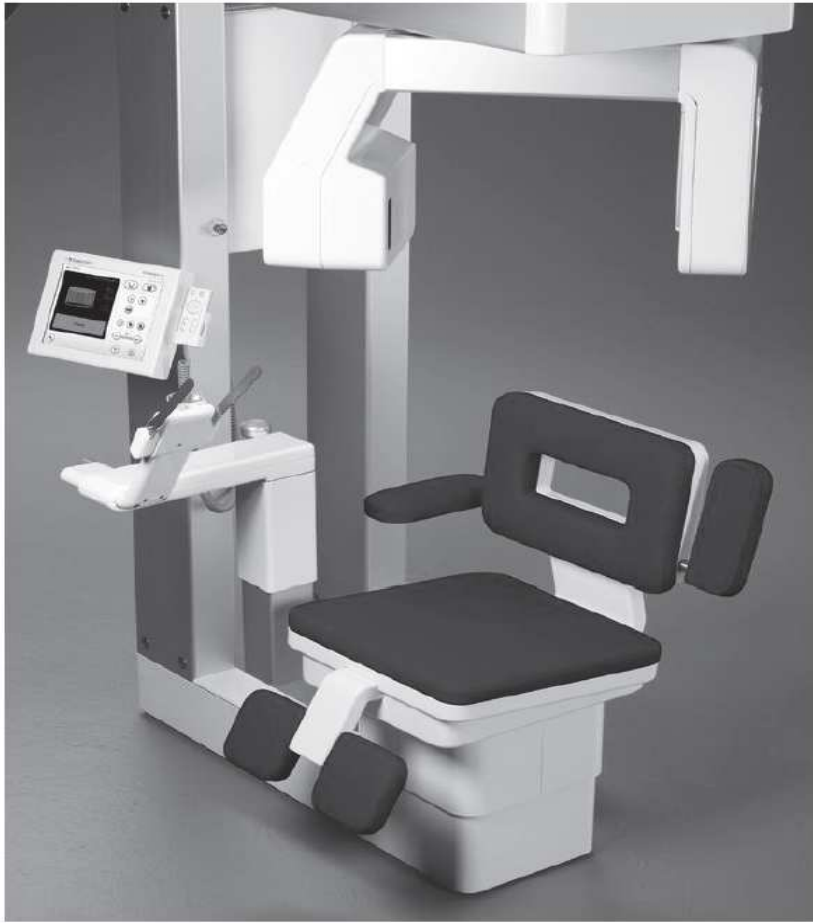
CBCT stvara koničan izvor ionizirajućeg zračenja. Preuzeto iz: (15)
